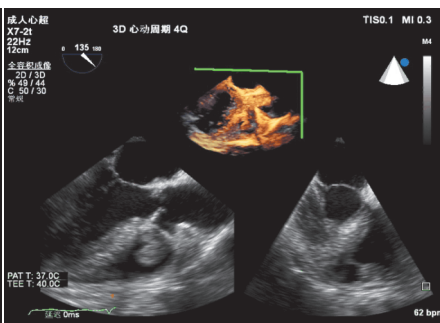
术中经食管超声心动图示右室内见一瘤体,有窄蒂与三尖瓣前叶瓣根部右室面相连
